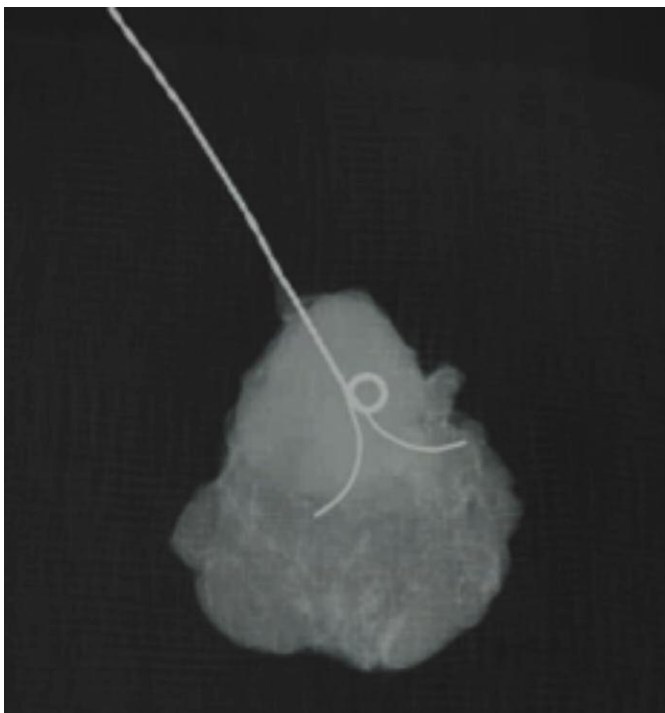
Рентгеновская картина ЛУ с Q-образным маркером.
